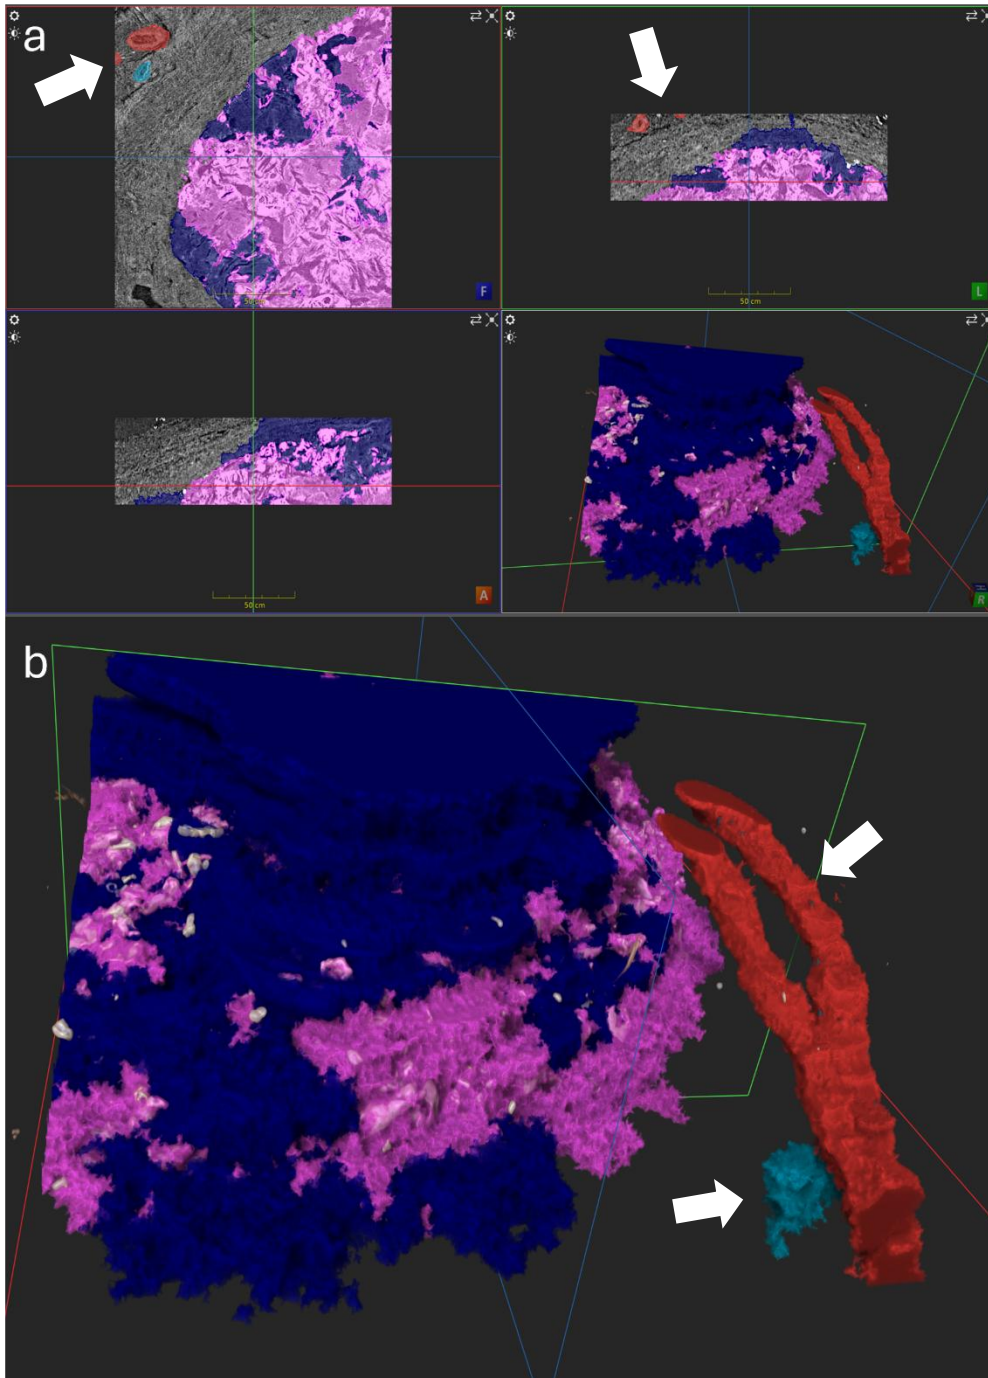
Dreidimensionale Darstellung der Annotationen einer Tumorprobe mit gesonderter Darstellung der Gefäße. Pink: verhorntes Tumorgewebe, dunkelblau: nicht-verhorntes Tumorgewebe, rot: arterielle Gefäße, hellblau: venöse Gefäße. (a) Darstellung der Annotation aus drei verschiedenen Perspektiven mit 3D-Darstellung. Die weißen Pfeile zeigen die Annotation der Gefäße innerhalb der Probe. (b) Vergrößerung der 3D-Darstellung der Annotation. Die weißen Pfeile zeigen die 3D-Darstellung aus der annotierten μ CT-Messung der Gefäße an.
